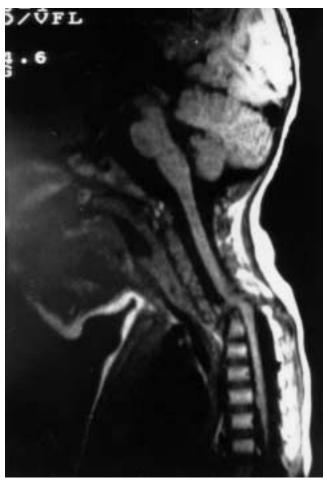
IRM (sección sagital T1) a los 9 m de edad. Luxación anterior de la columna cervical. A nivel C7-T1 estrechamiento del canal raquídeo, con la médula espinal desplazada, pero sin signos de compresión medular.
